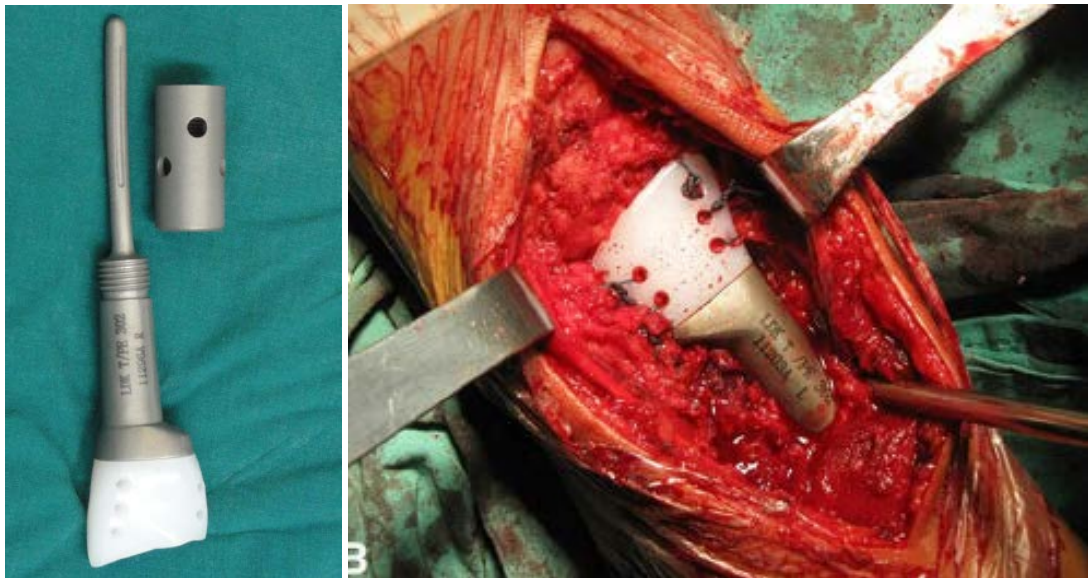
Exemples de prothèse sur mesure (cimentée puis non-cimentée) et radiographies post-opératoires. Source : articles de Zhang [40], Wang [66] et Liu [36]
